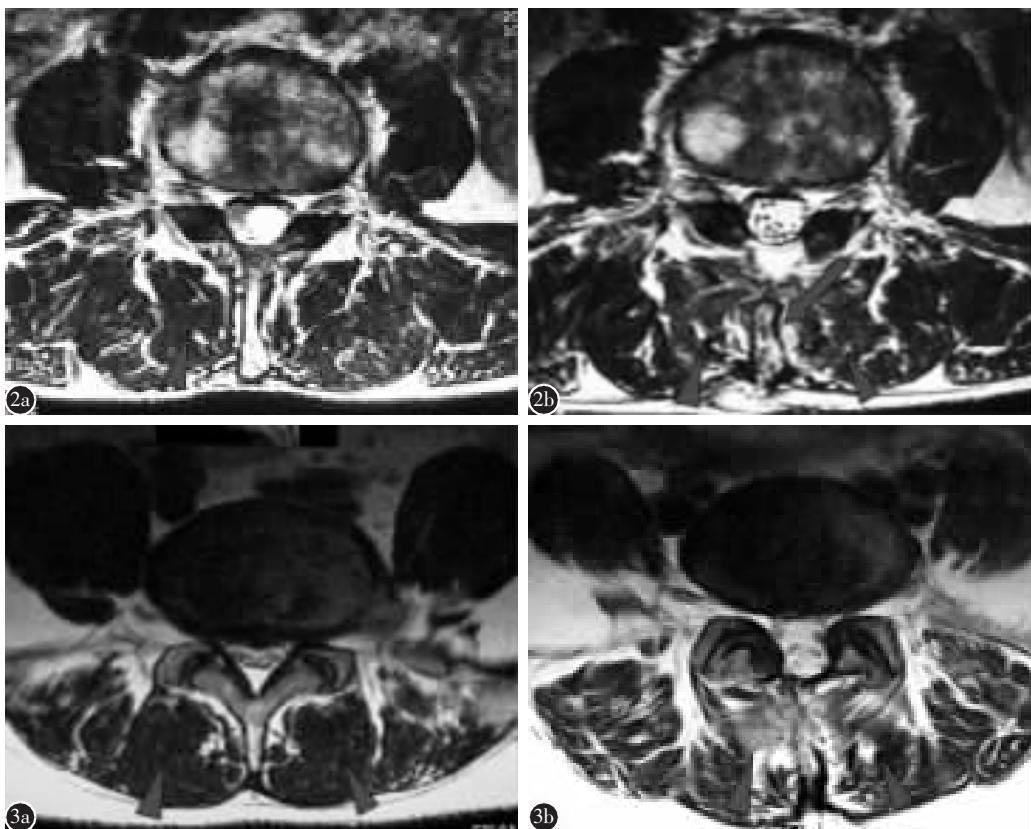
a LSPSL 组患者手术前 L4/5 椎间隙水平 MRI 横断面 T2 像示骶棘肌饱满, 肌纤维排列均匀(箭头所示) b 术后同水平 MRI 横断面 T2 像示纵切的棘突已经愈合(箭形标志), 骶棘肌排列基本均匀, 轻度萎缩(箭头所示) 图 3 a 传统入路组患者术前 L4/5 椎间隙水平 MRI 横断面 T2 像示骶棘肌饱满, 肌纤维排列均匀(箭头所示) b 术后同水平 MRI 横断面 T2 像示棘突缺如, 椎旁肌排列紊乱, 呈现杂乱高信号区(箭头所示), 提示出现脂肪化和坏死, 存在明显的椎旁肌萎缩
